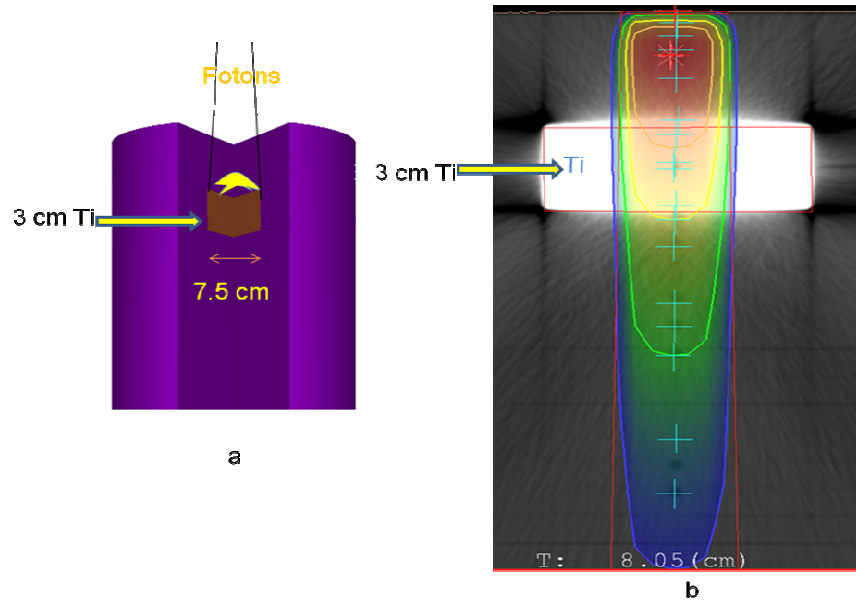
Objeto simulador com heterogeneidade de titânio: a) geometria utilizada na simulação e b) Imagem CT.
